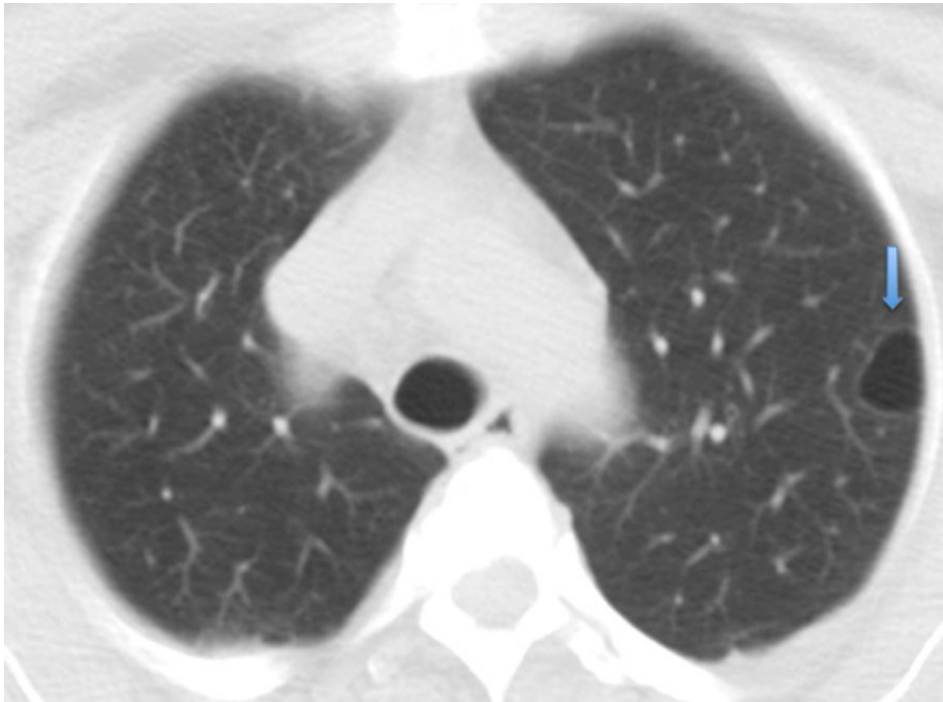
TDM axiale du thorax: fenêtre pulmonaire. Un kyste pulmonaire à paroi mince solitaire à la périphérie du lobe supérieur gauche (191).
